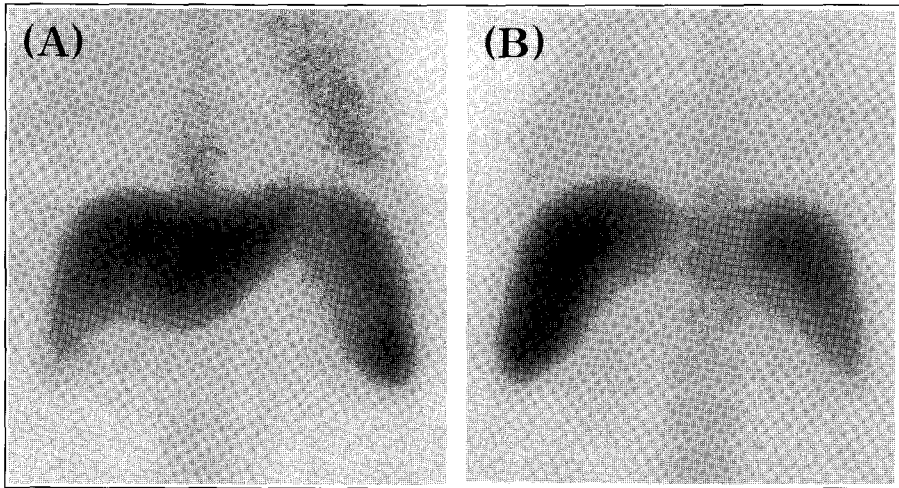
A 50-year old man who suffered from empyema of Rt. lung. He also had hepatitis B virus associated liver cirrhosis. Serum levels of AST and ALT was within normal limits. After antibiotics medication and catheter-drainage, the empyema resolved but the patient died of hepatic failure. (A) An anterior image of Tc-99m tin colloid liver scintigraphy showed increased pulmonary uptake of radiocolloids, which was more apparent in the Lt. lung. An area of photon-defect at the empyema site of Rt. lower lung field was also observed. (B) A posterior image of liver scintigraphy at the same period showed increased pulmonary uptake of radiocolloids in the Lt. lung.
